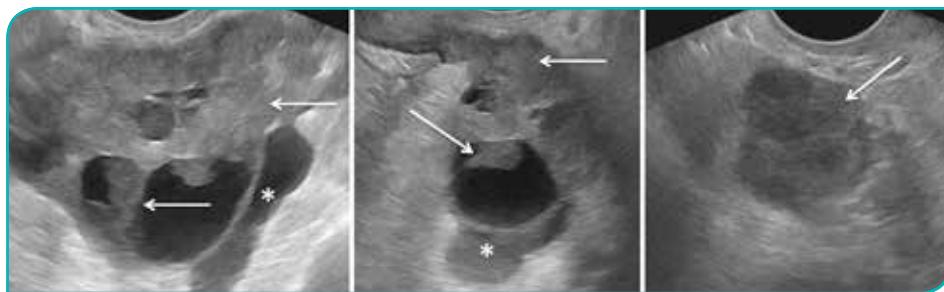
Carcinoma seroso bilateral do ovário numa mulher com 65 anos. Imagens de ecografia pélvica por via supra-púbica. Identifica-se bilateralmente tumor de características mistas, com múltiplas áreas quísticas, algumas com ecos internos, observando-se extensas áreas sólidas sob a forma de nódulos, vegetações, excrescências e septos espessos (setas). Coexiste ascite (asteriscos).
